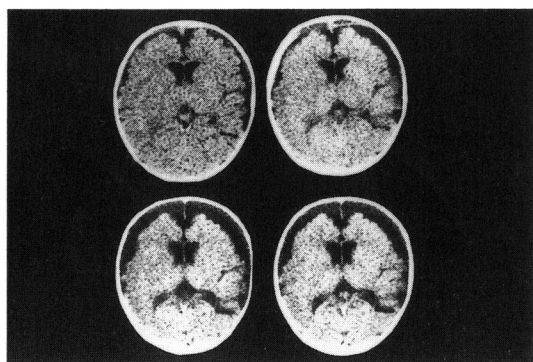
Typical examples of CT findings in infantile chronic subdural hematoma.
